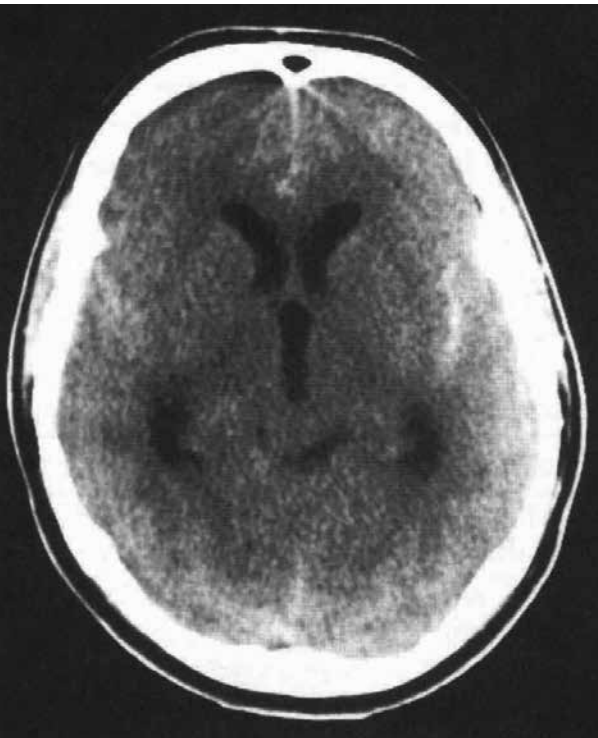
КТ головного мозга пациента с острой сильной головной болью вследствие САК. Видна кровь в области Sylvian борозды, умеренное расширение желудочков.
